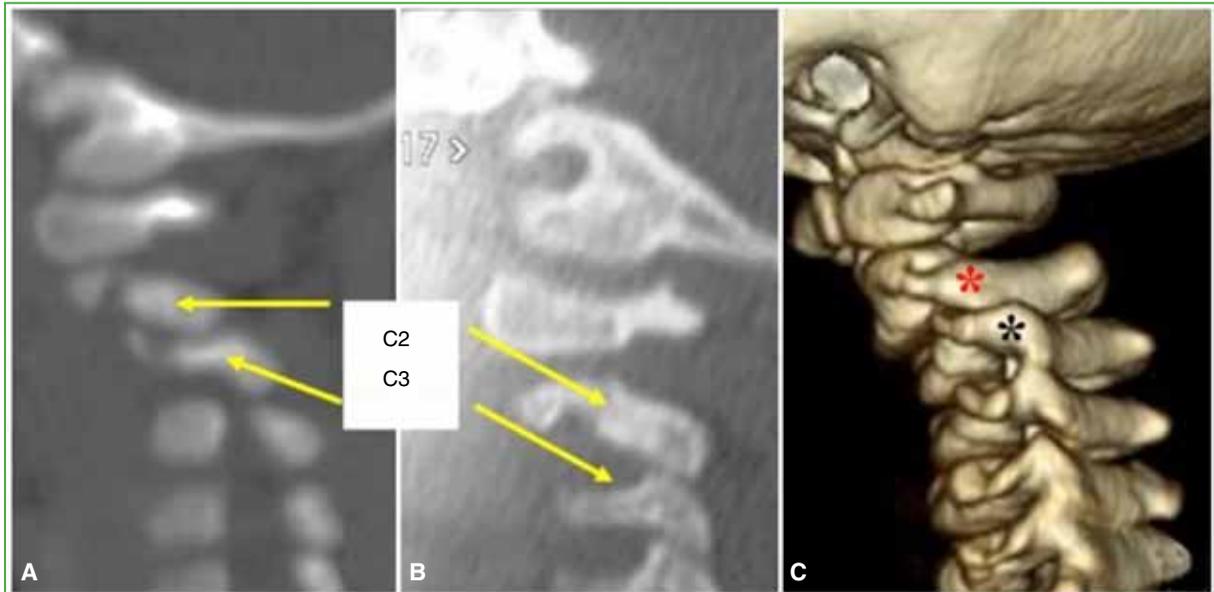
Tomografía computarizada de columna cervical, cortes sagitales paramedianos. A. Subluxación izquierda fija de C2-C3 con pequeña fractura del extremo superior de la faceta de C3. B. Relación facetaria normal derecha. C. Reconstrucción 3D. Facetas C2 (asterisco rojo) y C3 (asterisco negro).
